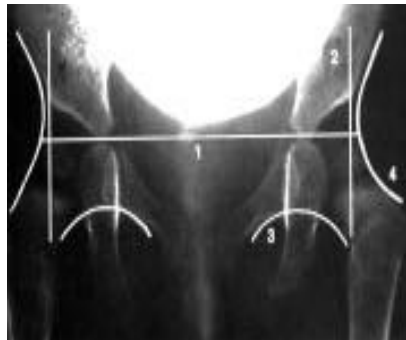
Röntgendiagnostik (Köhler, Zimmer, 1989)
